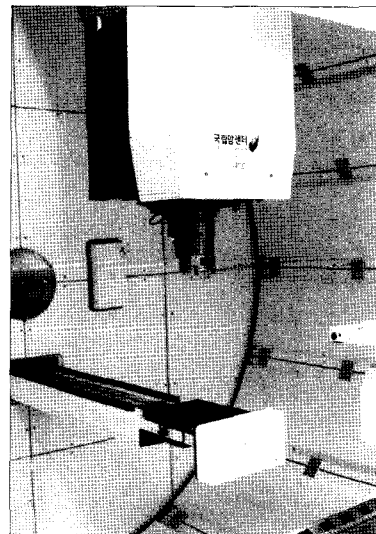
Digital imaging patient setup (DIPS) system is consists of kilo voltage X-ray system (Varian A277 X-ray Tube) inside the proton beam gantry and flat panel detector system (Varian PAXSCAN 4030R). The compensator is inserted in a frame of the snout with block and x-ray compensator image (XCI) was represented on the flat panel detector system.
